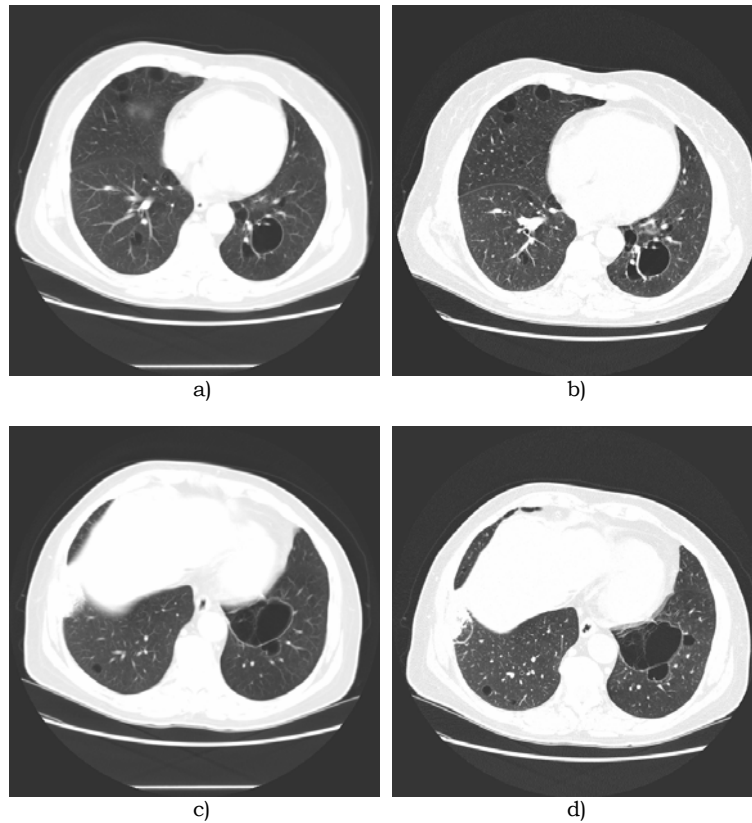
Imagens de TAC em espiral volumétrico (a) e (c) e de alta resolução (b) e (d), da região torácica com bolhas de ar (imagens cedidas pelos Hospitais da Universidade de Coimbra).
